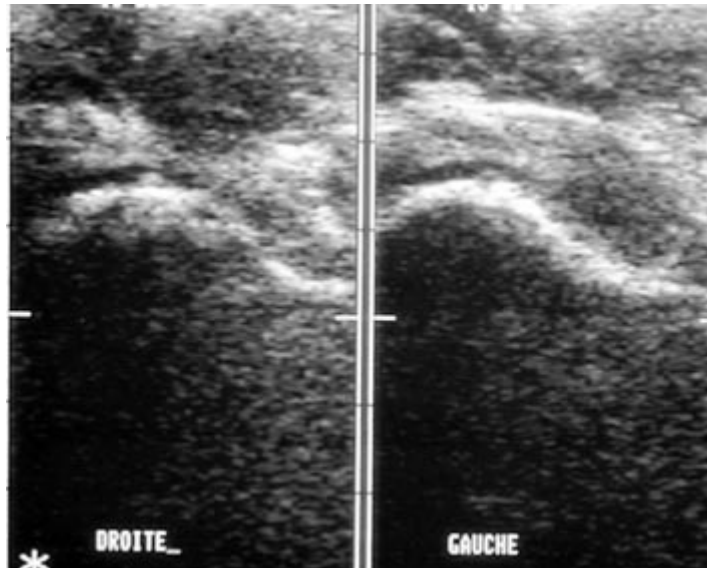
L'échographie est normale à droite et montre un épanchement net à gauche avec aspect échogène du liquide.
